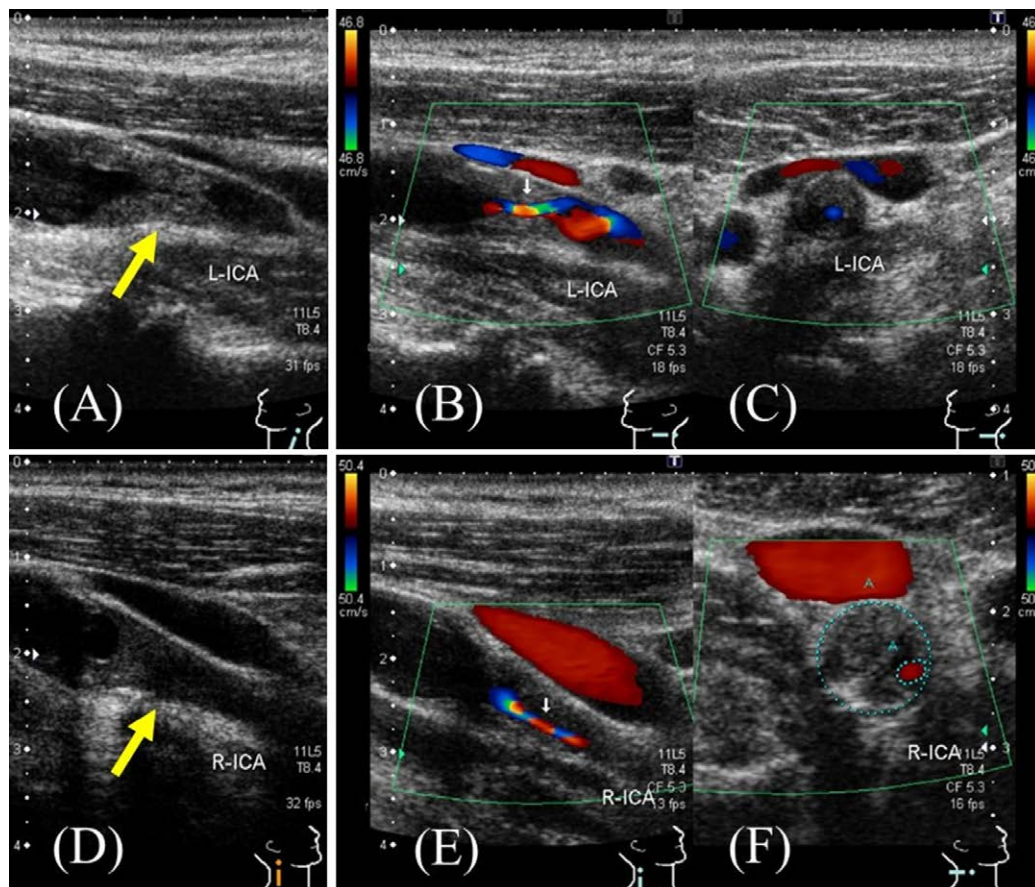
Carotid ultrasound of bilateral internal carotid artery in December 2017.
